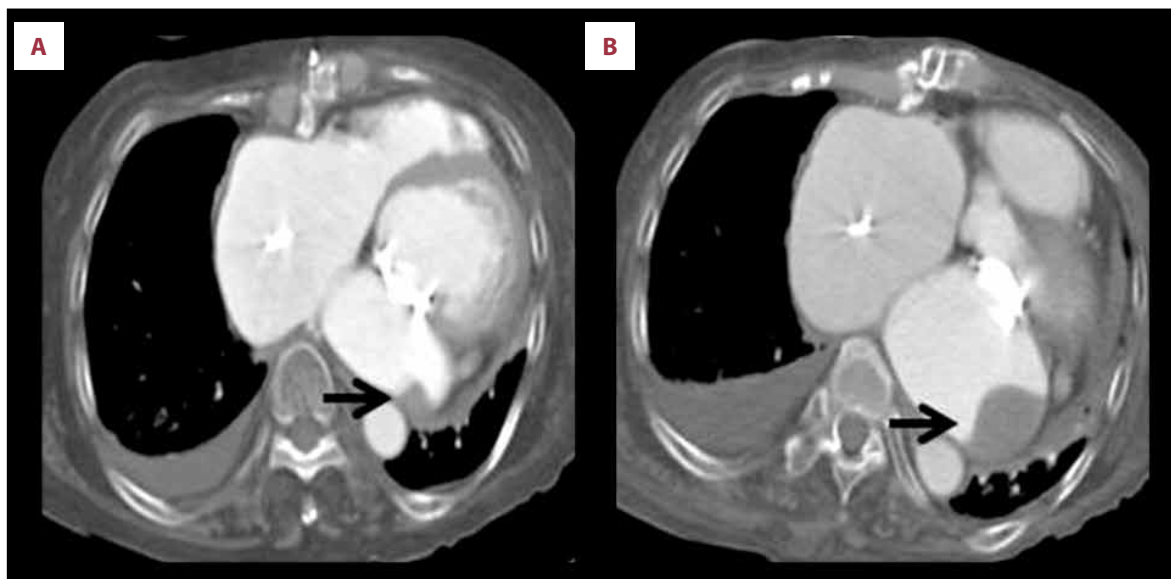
Computed tomography (CT) scan showing a recurrent smaller thrombus (arrow) arising from the posterior wall of the left atrium (A) and its subsequent expansion (B).
